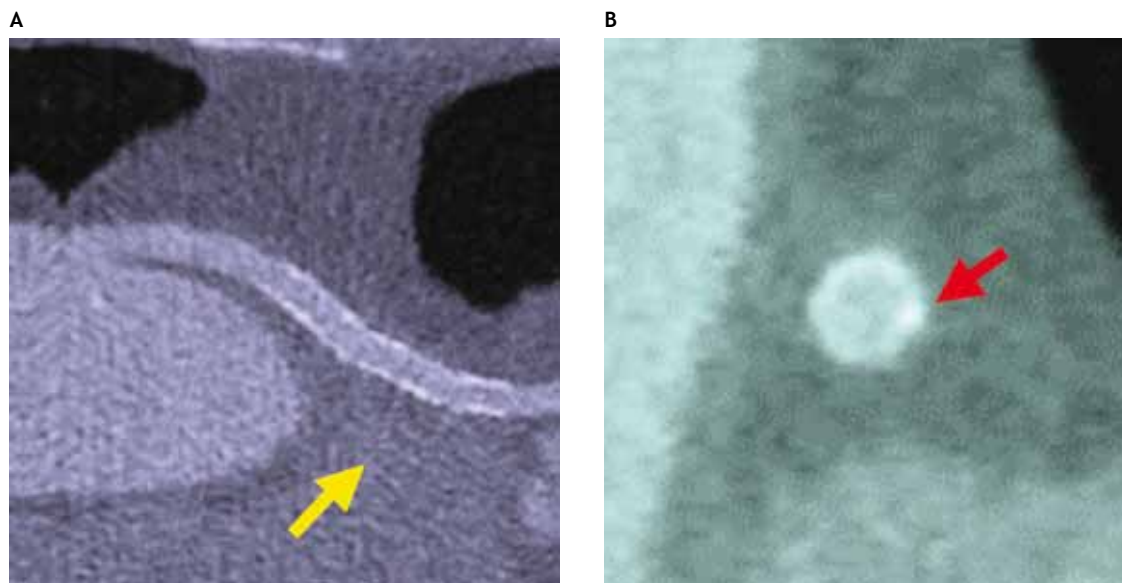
Estudio de stent permeable con TC de 64 cortes. A. Reconstrucción multiplanar (RMP) curvado, stent permeable en injerto aortocoronario (flecha amarilla). B. RMP. Corte ortogonal de la luz del stent (flecha roja).
